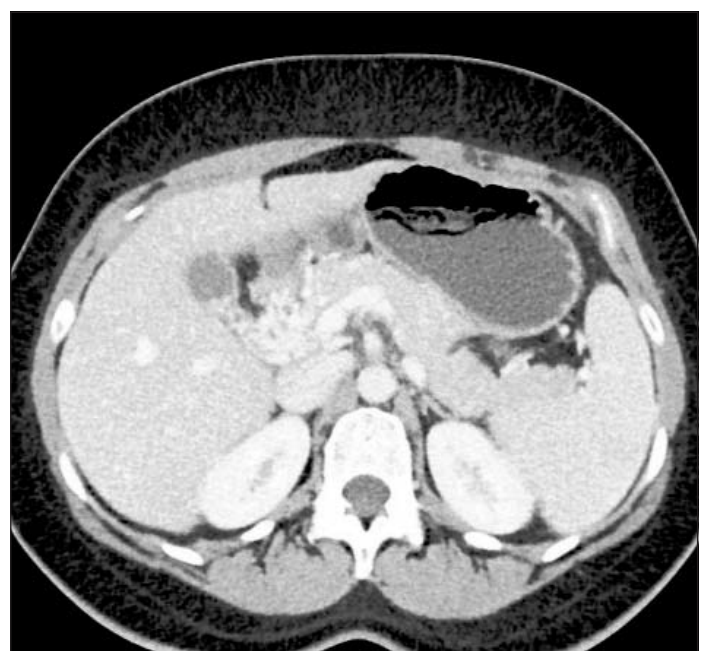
Пациентка К. Мультиспиральная компьютерная томография с болюсным усилением
